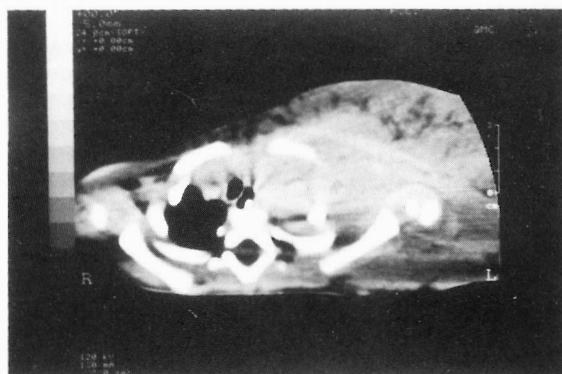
TAC torácica ao 6.^o mês de vida.
